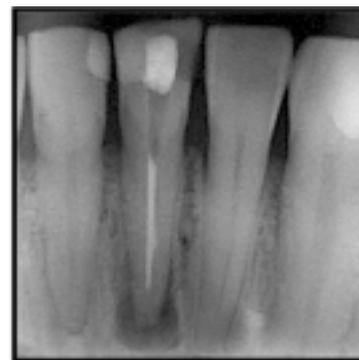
Radiografia de diagnóstico
